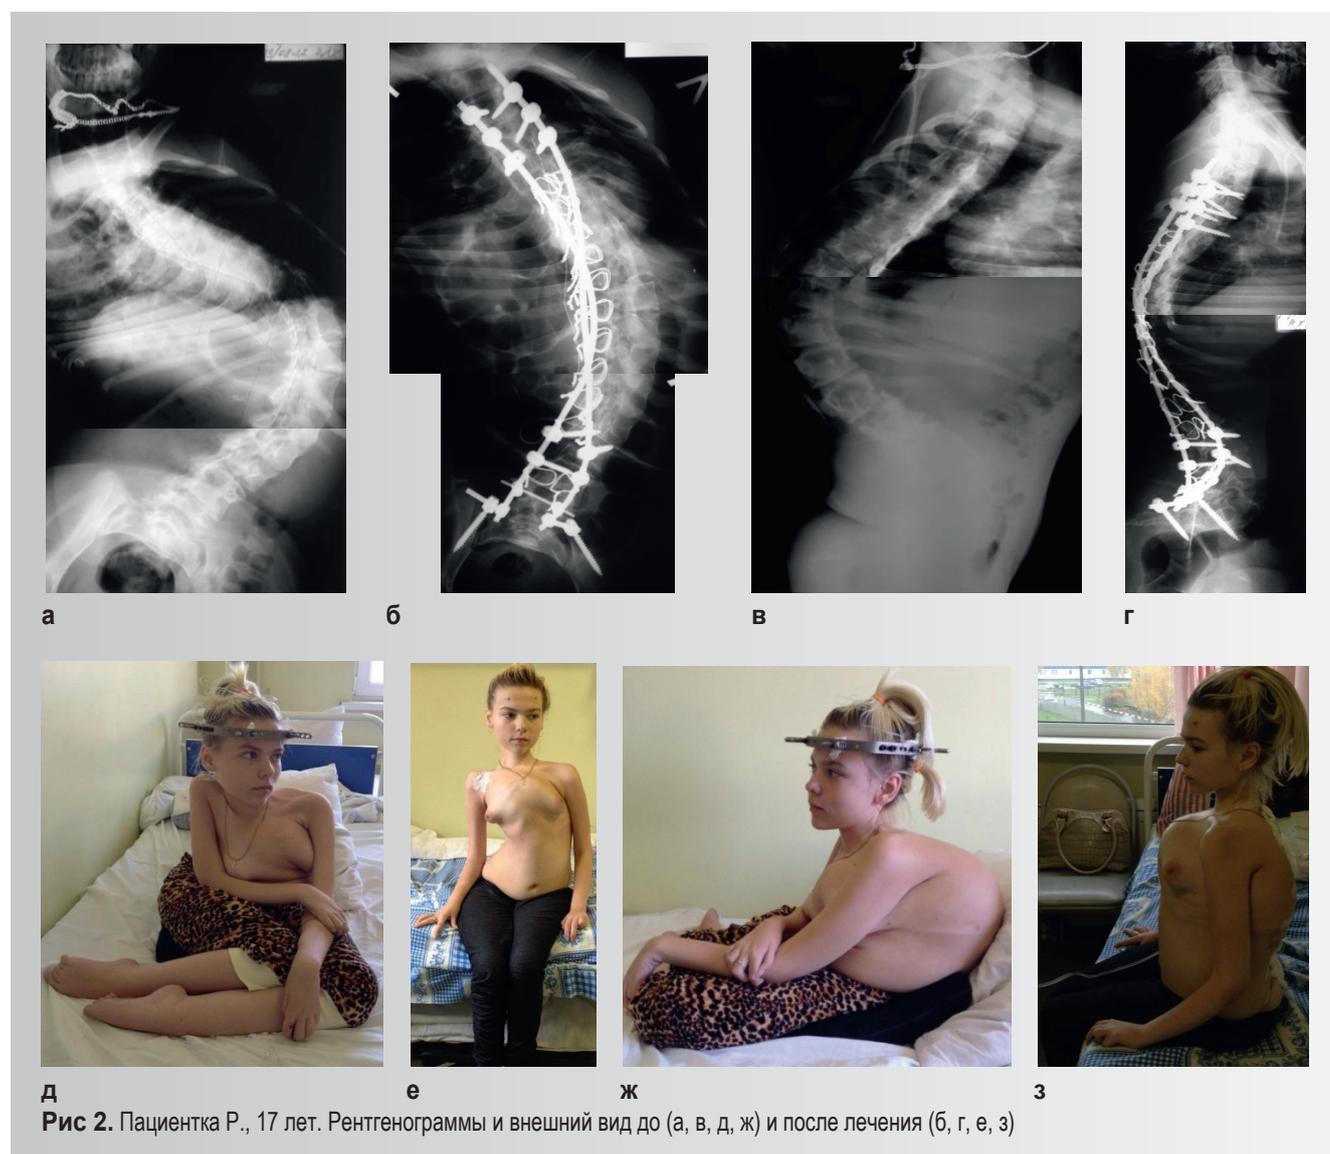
Пациентка Р., 17 лет. Рентгенограммы и внешний вид до (а, в, д, ж) и после лечения (б, г, е, з)
